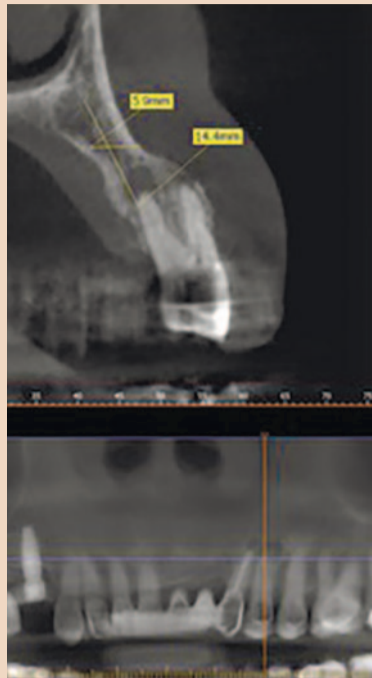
Исходный КТ-срез и ортопантограмма, визуализация левого премоляра верхней челюсти
